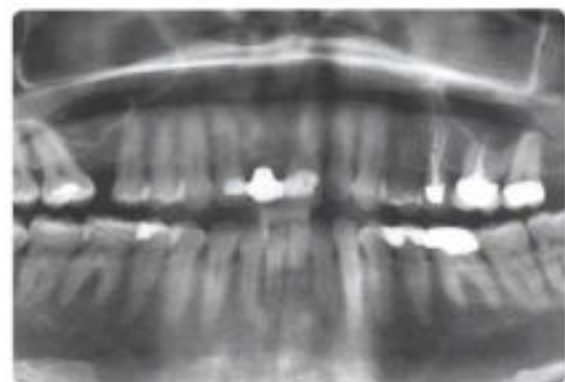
Röntgenbild nach der Extraktion und mit provisorischer Versorgung
